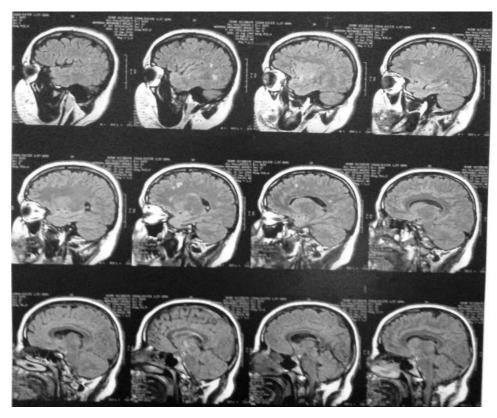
Resonancia magnética cerebral del caso a los 3 años de la primera consulta por psiquiatría.
